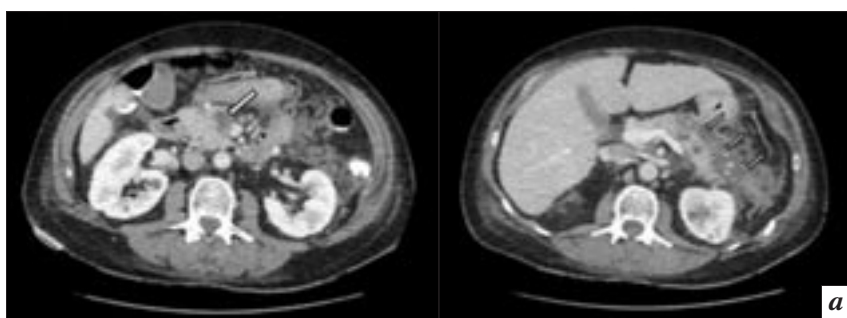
Результаты КТ-исследований пациентки 63 лет с двумя гиподенсными зонами в паренхиме поджелудочной железы, выполненных с внутривенным контрастным усилением и пероральной гидратацией (*б*): *а* – первичное КТ-исследование: слева – небольшого размера гиподенсная зона определяется в головке поджелудочной железы (стрелка), визуализируется инфильтрация перипанкреатической жировой клетчатки, справа – более выраженные изменения в хвосте поджелудочной железы (стрелки) с наличием жидкостных коллекторов по ходу хвоста поджелудочной железы; *б* – КТ-исследование в динамике через 3 мес: слева – ранее определяемая зона в головке поджелудочной железы при настоящем исследовании не визуализируется (стрелка), справа – в отличие от первой зоны в головке, на месте изменений в хвосте железы определяется сформированная псевдокиста.
